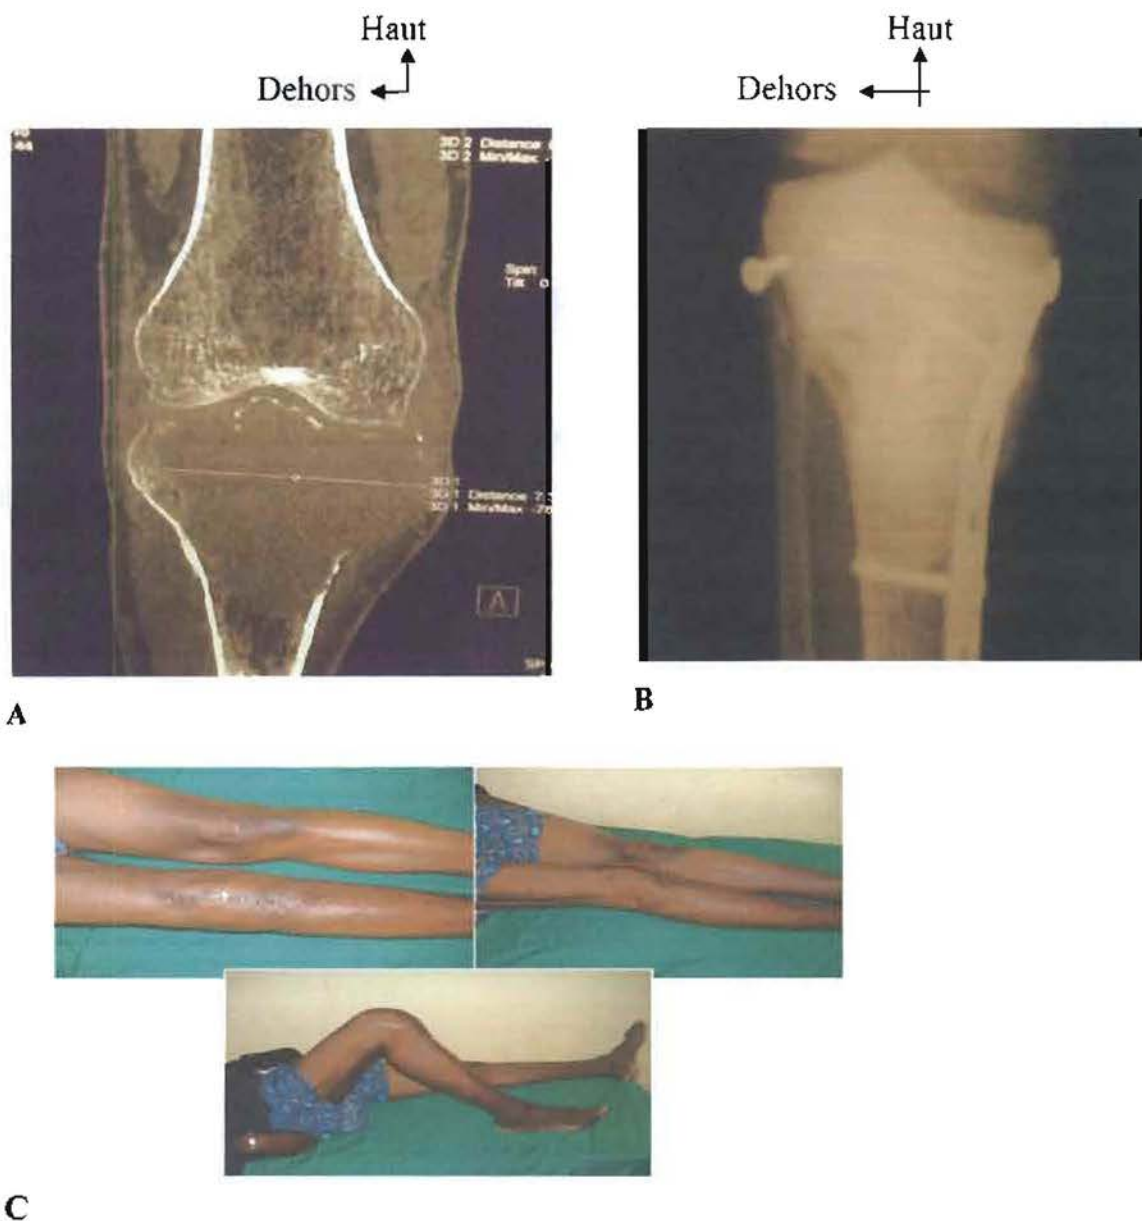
TDM et Rx chez le patient 6.
